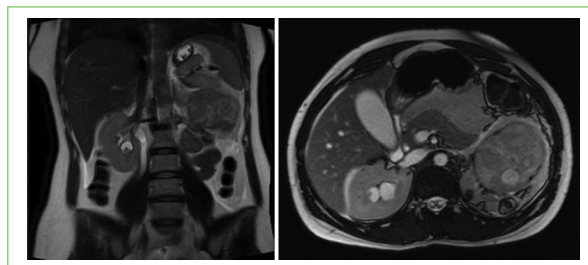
Resonancia magnética nuclear en cortes coronal y axial que muestran angiomiolipoma renal con aumento de su tamaño y signos de hemorragia en su interior, con sangrado perirrenal y hemoperitoneo, todo ello sugerente de Síndrome de Wunderlich.
